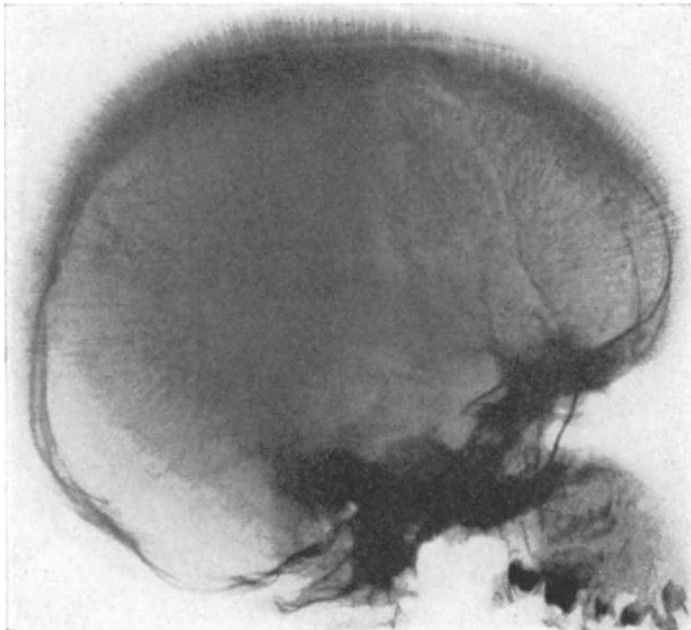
Charakteristisches Röntgenbild des Schädels bei COOLEY-Anämie. Vorgeschrrittenes Stadium der Krankheit. Zahllose stachelartige Trabekel senkrecht auf der Tabula interna stehend. Beobachtung von COOLEY. (Aus BATY, BLACKFAN und DIAMOND.)
